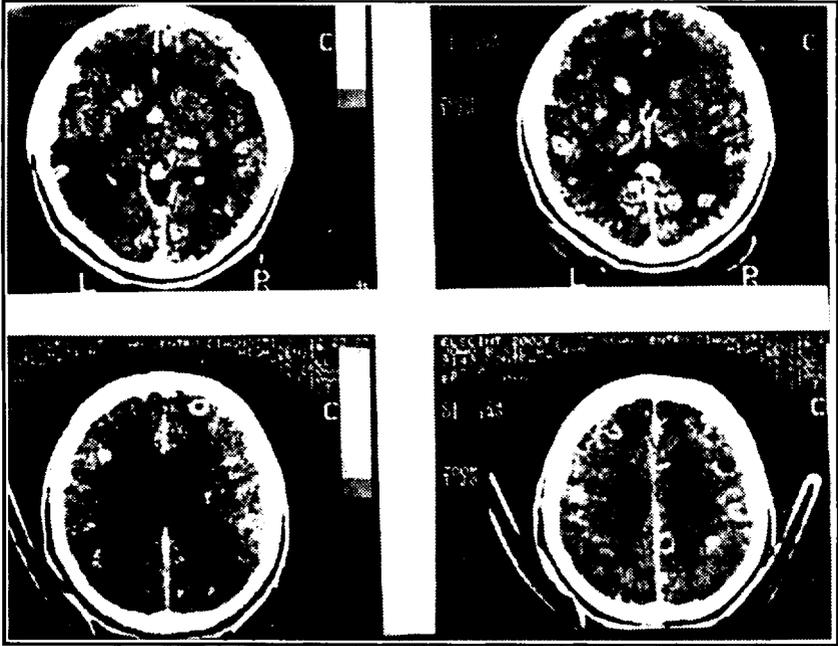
Caso 6. TC: Nódulos calcificados em ambos os hemisférios cerebrais; área hipodensa ovalada na região parietal direita; área de captação ao nível do forame de Monro, com ventrículos laterais dilatados.
